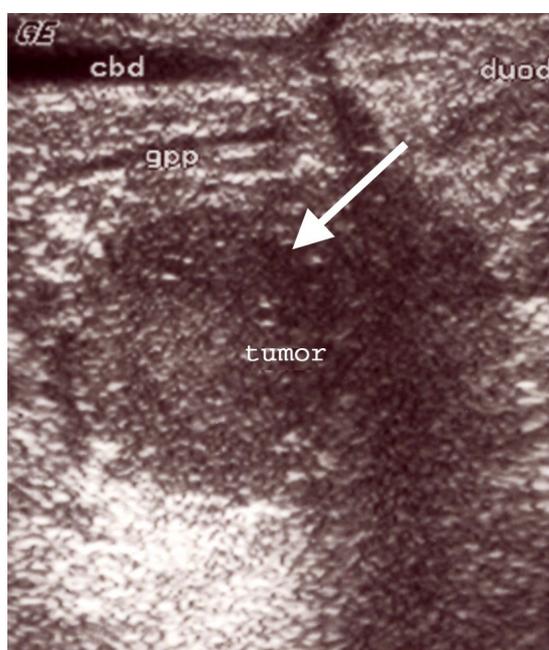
ИОУЗИ: инсулинома головки поджелудочной железы отмечена стрелкой
